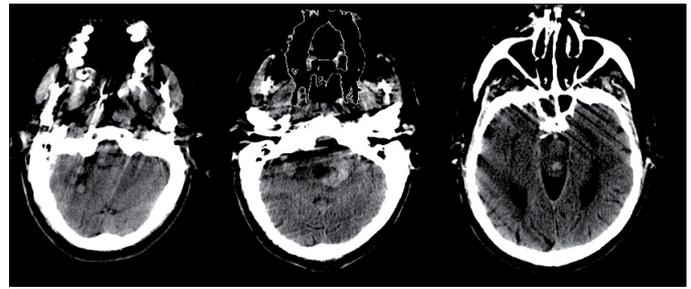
TAC-CE (uma semana após o início do quadro), evidenciando discreto aumento do componente edematoso das lesões parenquimatosas da fossa posterior e discreto aumento do volume do componente hiperdenso de localização centro-cerebelosa esquerda, e na vertente posterior do teto mesencefálico esquerdo.
